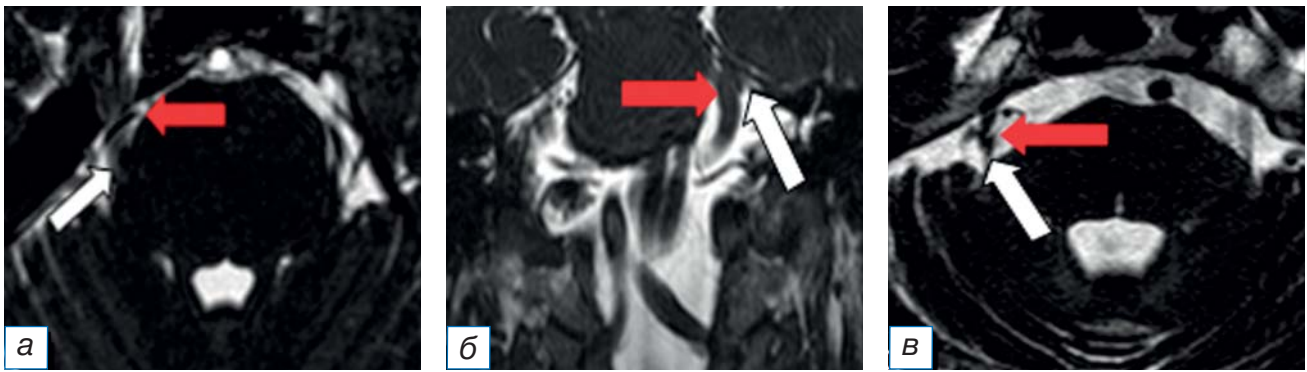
Магнитно-резонансная томография головного мозга в режиме FIESTA в аксиальной (а, б) и фронтальной (в) плоскостях у пациентов с невралгией тройничного нерва в зависимости от степени выраженности нейроваскулярного конфликта по шкале M. Sindou [12]: а — I степень; б — II степень; в — III степень. Стрелкой красного цвета указан сосуд, белого — корешок тройничного нерва.
